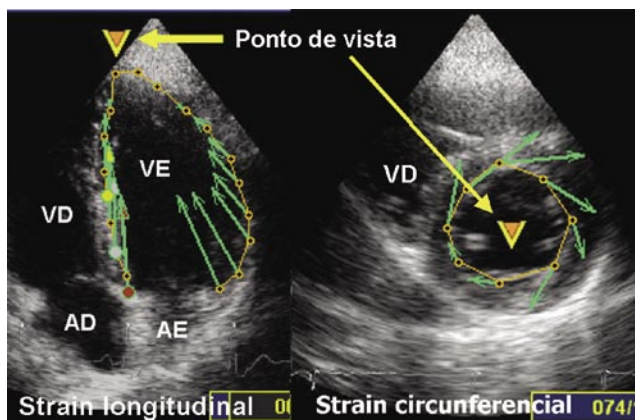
X-strain obtido pelo ecocardiograma bidimensional. No painel da esquerda, X-strain longitudinal obtido desde a posição apical. No painel da direita, X-strain circunferencial. O "V" representa o ponto de vista virtual, ao qual se referem os vetores de movimento.
